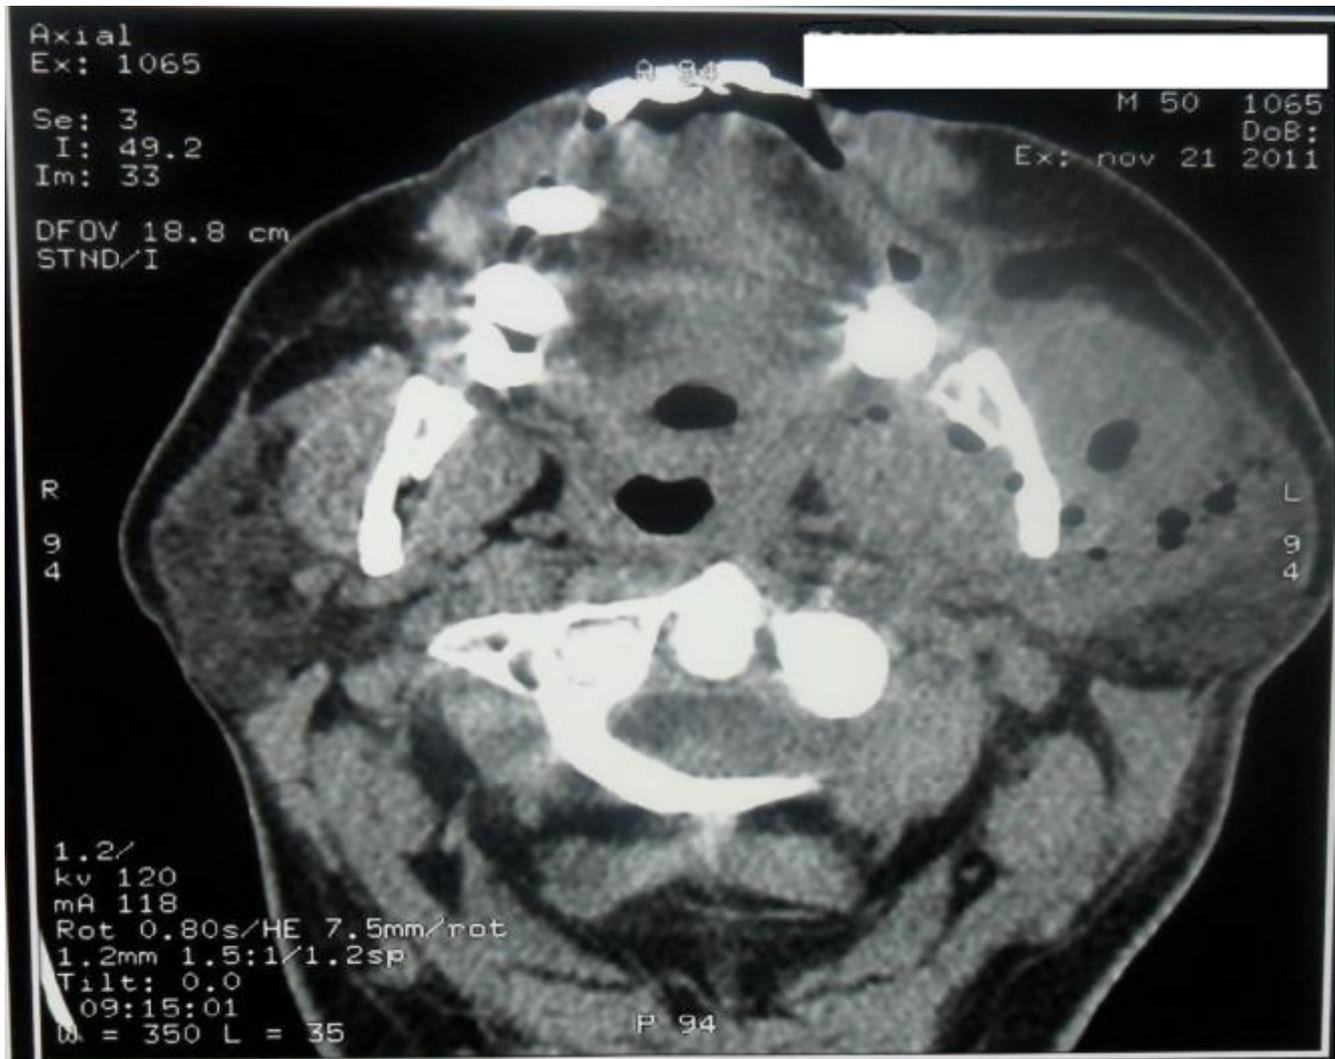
TDM cervico faciale en coupe axiale montrant une collection volumineuse à point de départ dentaire(31)
